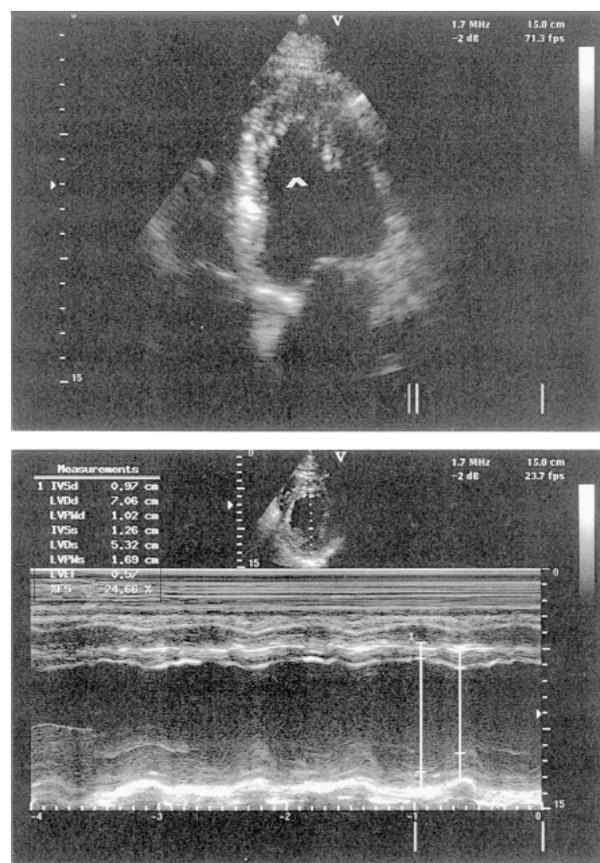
Echokardiographie (zweidimensionaler Vier-Kammerblick und M-Mode) eines Patienten mit Mitochondriopathie zeigt eine Hypertrabekulierung im Apex des linken Ventrikels bei normaler Wanddicke, Ventrikelweite und Ventrikelfunktion
